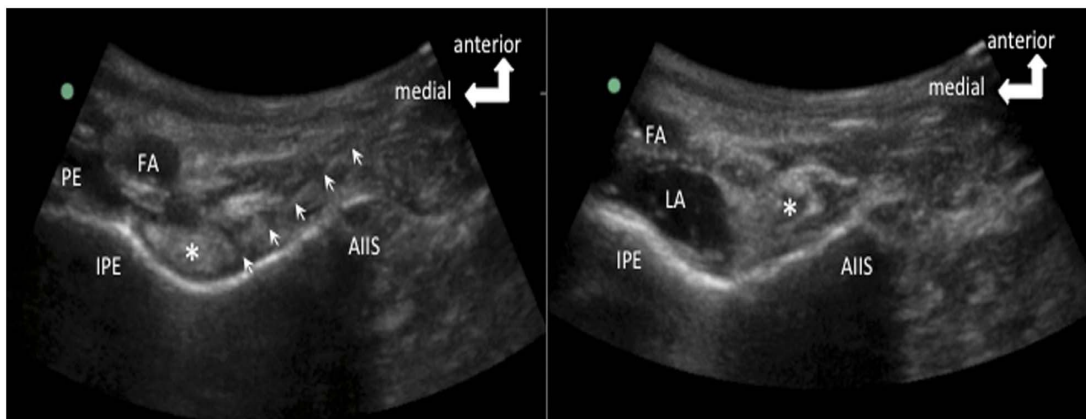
Sonographisches Bild der Abbildung 4. Das linke Bild zeigt die Position der Nadel. Die Nadel ist durch die Pfeile gekennzeichnet. Das Bild auf der rechten Seite zeigt die Ausbreitung des Lokalanästhetikums (LA). FA steht für femoral Arterie; LA, lokales Anästhetikum; PE, pectineus Muskel; IPE, Eminentia iliopubica; AIIS, Spina iliaca anterior inferior; \*Psoas Sehne. L. Girón-Arango et al. (27)
